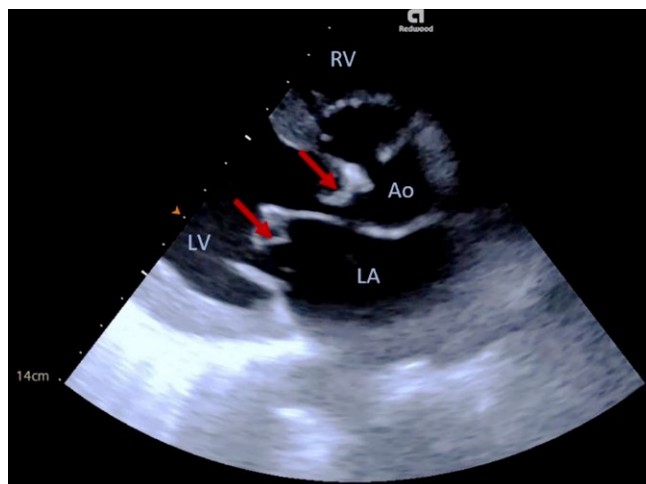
Ecografia cardíaca, em janela paraesternal eixo longo, com visualização de vegetações nas válvulas aórtica e mitral (setas vermelhas). RV - ventrículo direito, Ao - raiz da aorta, LV - ventrículo esquerdo, LA - aurícula esquerda.
